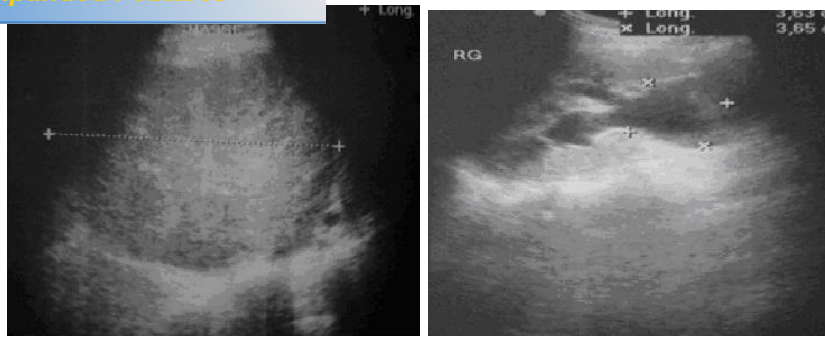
Échographie montrant une masse abdomino-pelvienne d'échostructure hétérogène renfermant des calcifications éparses, associées à une uéértéro-hydronéphrose
